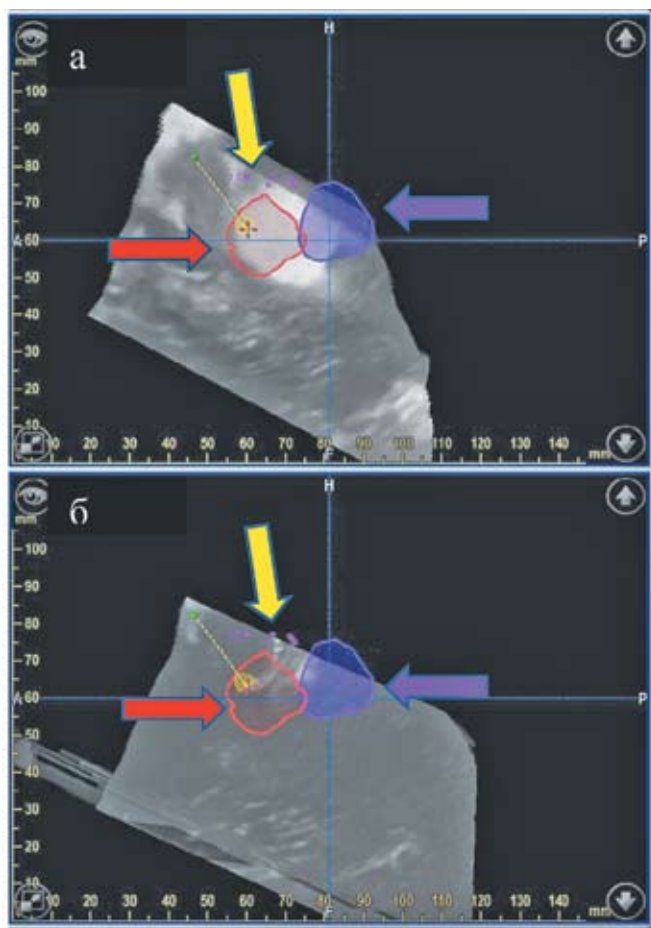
Интраоперационный контроль модулем УЗИ, совмещенным с системой «Brain Lab». Тотальное удаление опухоли. а — изображение до удаления опухоли. Красным цветом и красной стрелкой обозначена опухоль. Фиолетовым цветом и фиолетовой стрелкой обозначена моторная зона левой руки, тесно прилегающая к границам опухоли. Розовым цветом и желтой стрелкой обозначены точки моторного ответа левой руки. б — изображение после удаления опухоли. В области, обозначенной красным цветом и красной стрелкой, опухолевой ткани не обнаружено.
